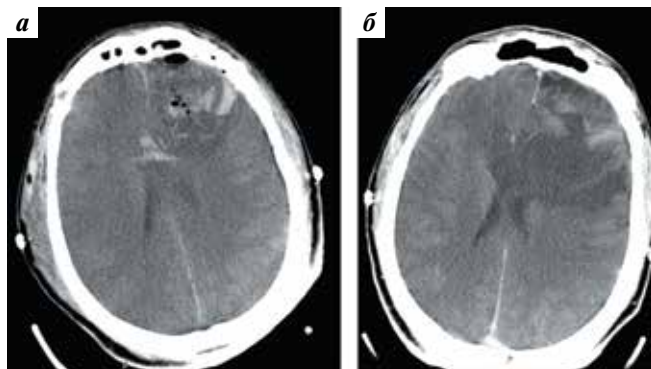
Компьютерная томография пациента Г. (аксиальная проекция): а – через 12 ч после операции; б – через 12 сут после операции: увеличение зоны отека-ишемии левой лобной доли
